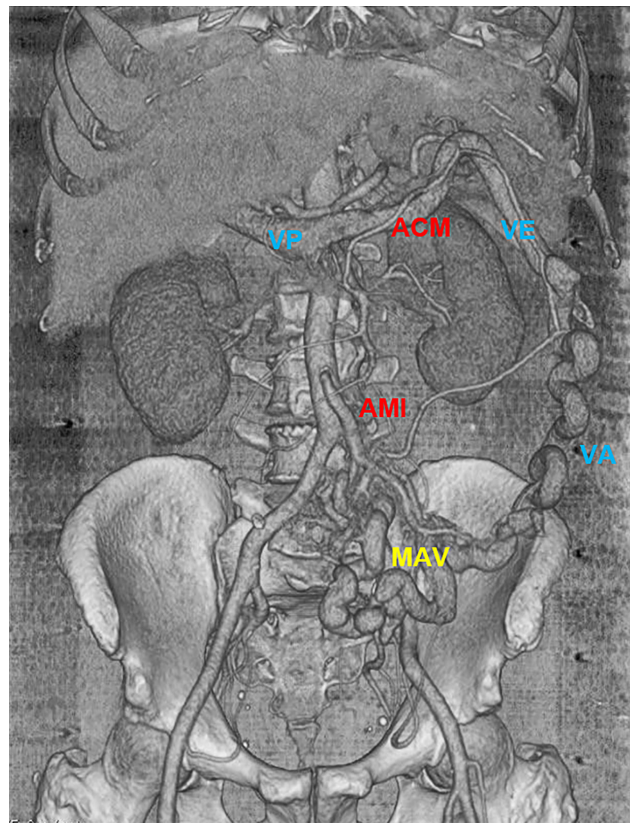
Angio-TC (reconstrucción): Se aprecia una malformación arteriovenosa (MAV) que depende principalmente de la arteria mesentérica inferior (AMI) y de la arteria cólica media (ACM) rama de la arteria mesentérica superior (AMS). Hay una gran variz aberrante (VA) que desemboca en la vena esplénica (VE). Se ha señalado también la vena porta (VP); no se visualiza la vena mesentérica inferior (VMI).
